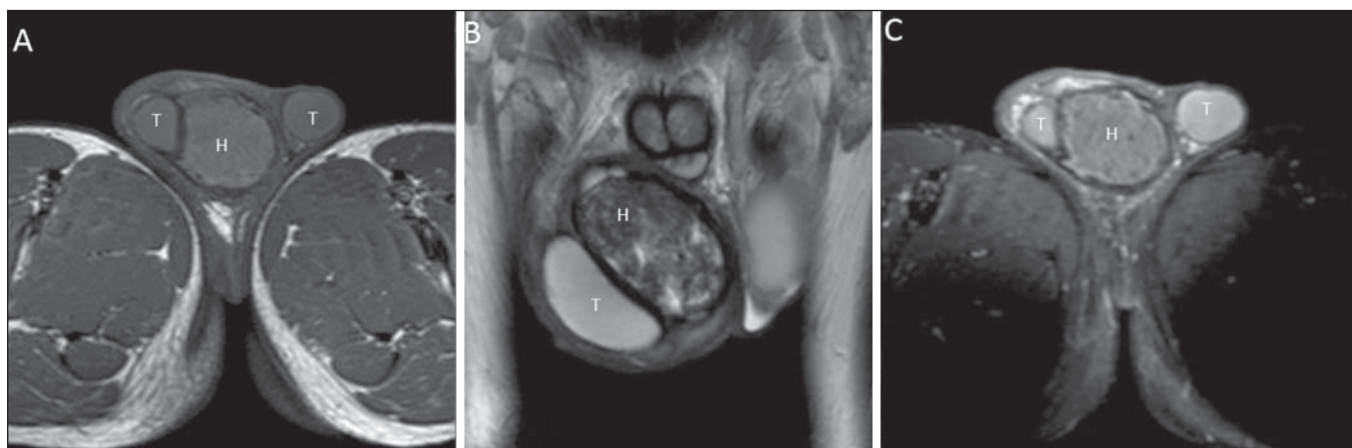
RM da bolsa testicular com hematocele (H), cortes axiais ponderados em T1 antes (A) e após injeção de contraste (C) e corte coronal ponderado em T2 (B). Coleção heterogênea, com iso/hipossinal em T1 e hipossinal em T2 em comparação aos testículos (T). Em T2 se observam áreas de hipossinal e de marcado hipossinal, compatíveis com hemoglobina em diferentes fases de degradação. Não há realce da coleção pelo meio de contraste.
